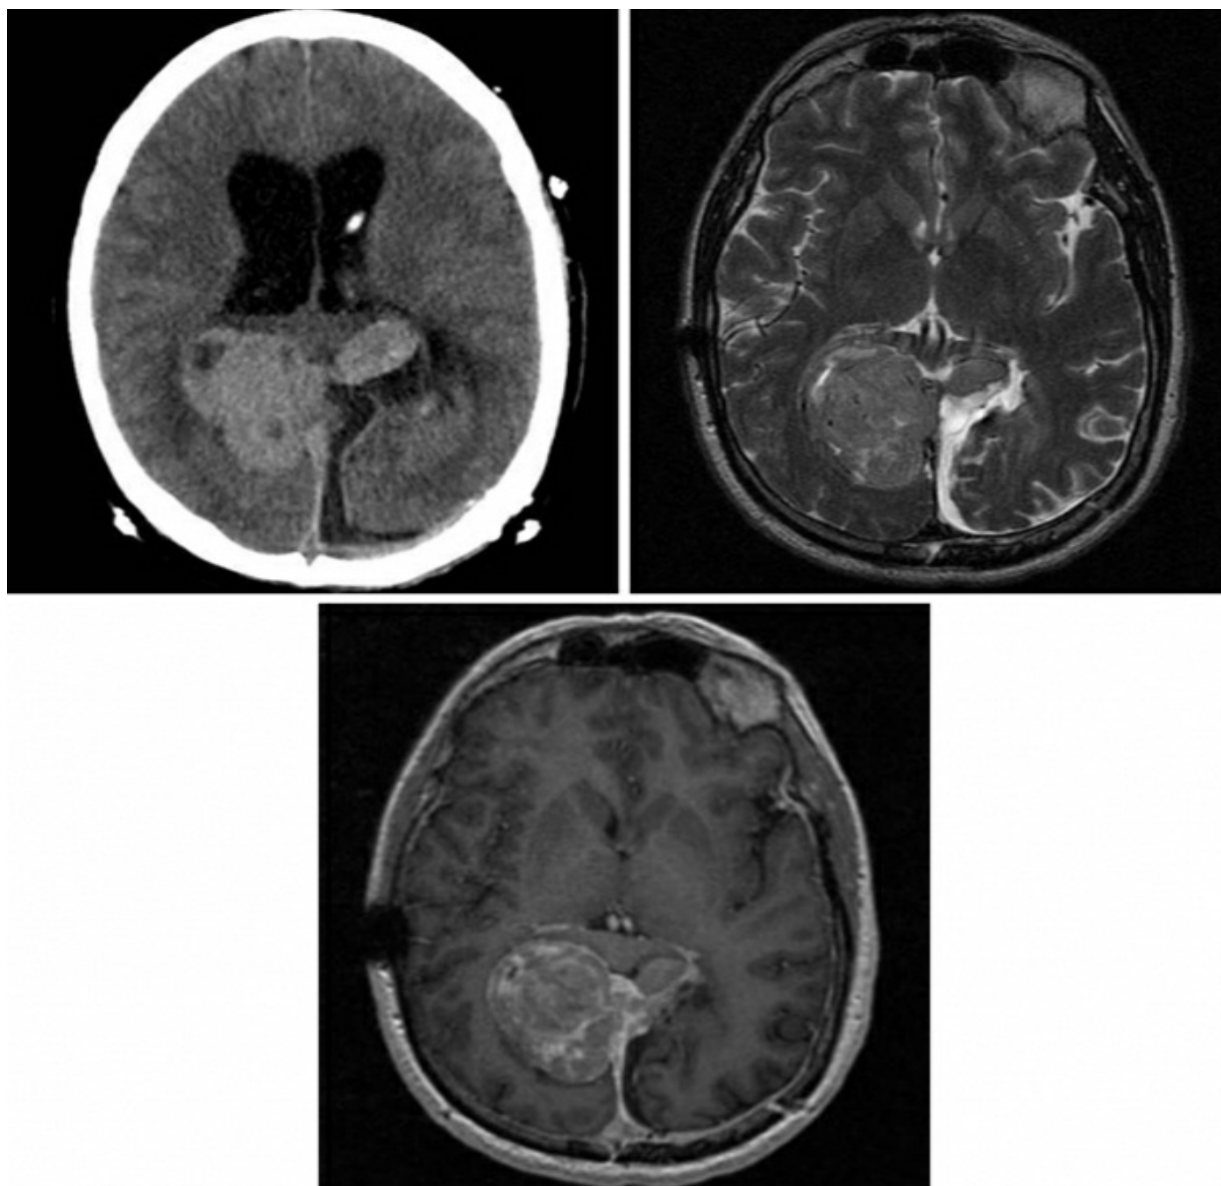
血管外皮细胞瘤的表现比脑膜瘤更具侵袭性，在 CT（左上）上表现为复杂形态的轴外肿瘤，具有囊变及高密度区域。T2 加权相（右上）可见轴外肿瘤周围右脑脊液环绕，T2 加权相上呈低信号说明肿瘤细胞密集。增强相（下）示起源于大脑镰的肿瘤不均一强
